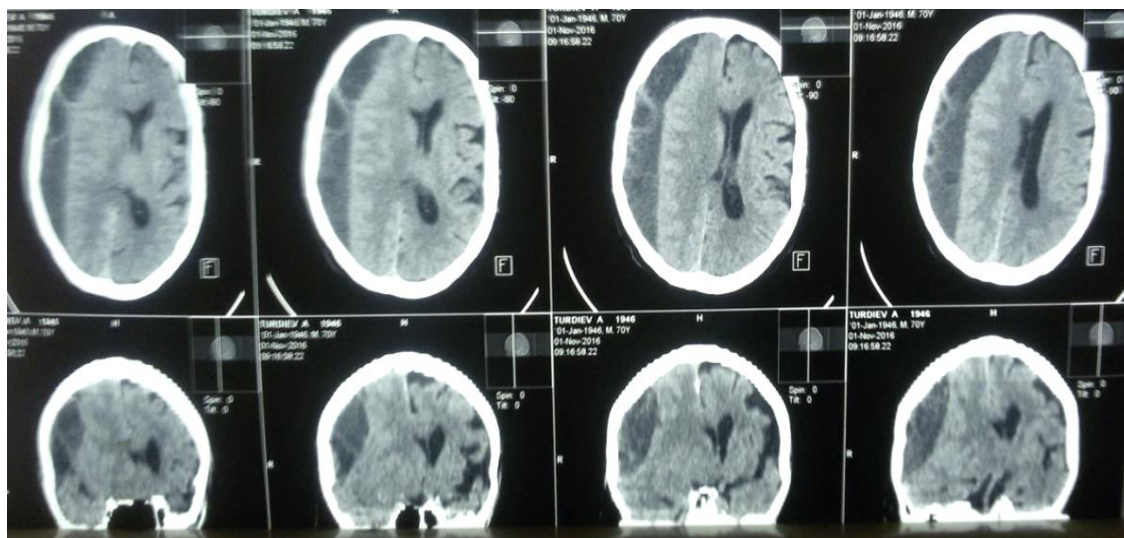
МСКТ изображение больного М., 77 лет. до операции. Имеется хроническая субдуральная гематома правого полушария головного мозга.
